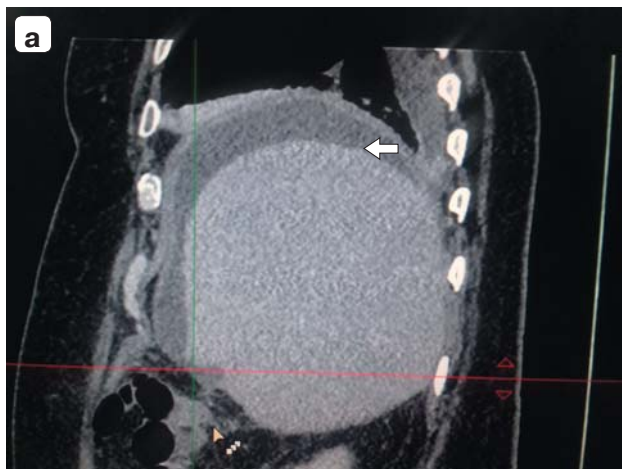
Компьютерная томограмма. Повреждение желчного протока: а — затек желчи под диафрагмой справа; б — затек желчи под печенью слева.
